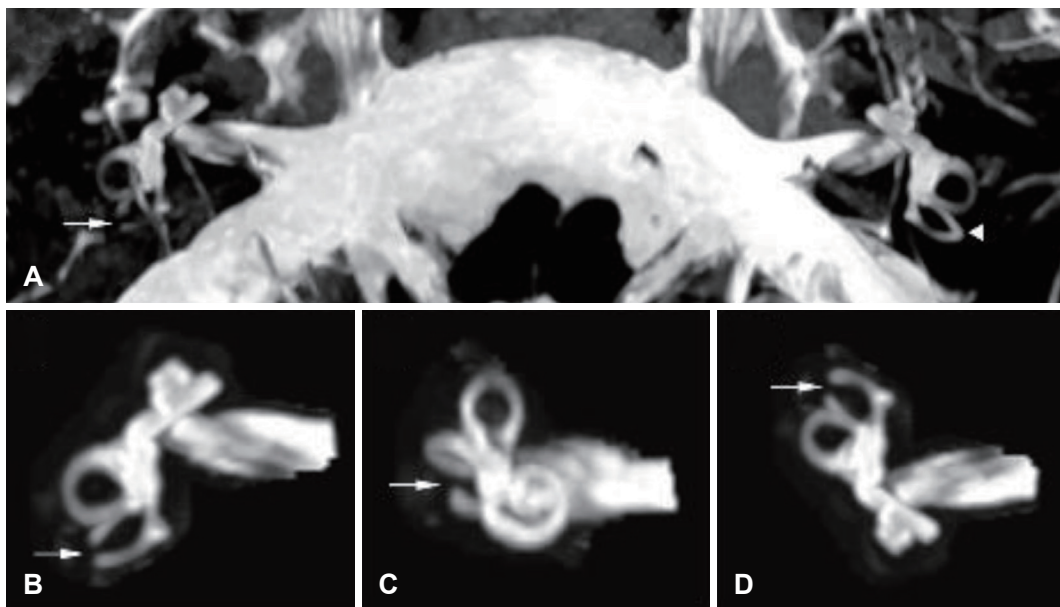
Postoperative MRI. Three-dimensional maximum intensity projection T2-weighted image shows a filling defect on the right posterior semicircular canal (arrow). A: On the contrary, the left posterior semicircular canal reveals a normal perilymph signal (arrowhead). B-D: Volume rendering reconstruction images also show a filling defect on the right posterior semicircular canal (arrow) (B, superior view; C, anterior view; D, posterior inferior view).
